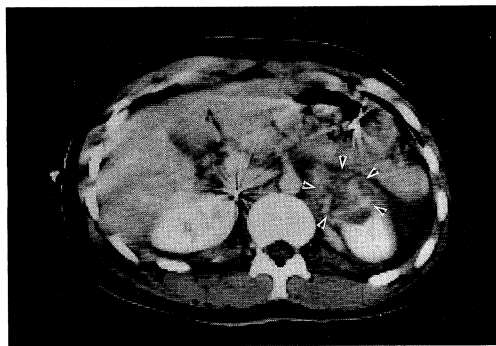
A CT slice showing an inhomogeneous low density area at upper inferior site of left kidney (arrow).
